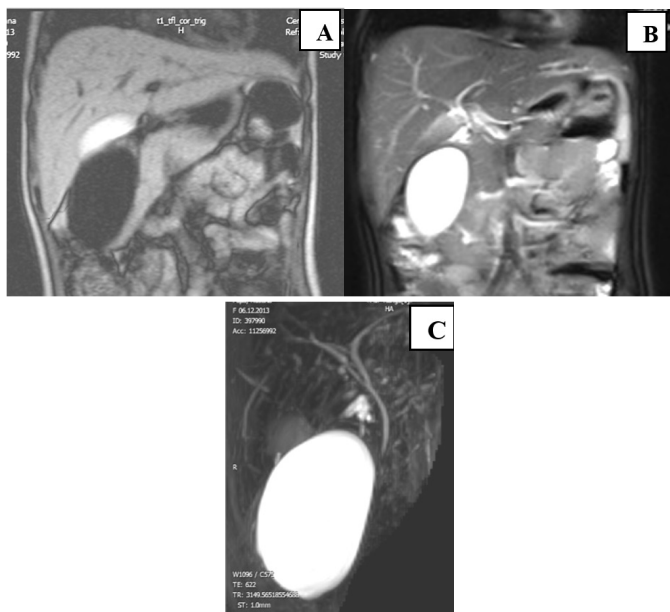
Pacienta P, 4 ani. RMN-1,5 T regim, colangiografie (MRCP) fără contrast. Explicații în text.
